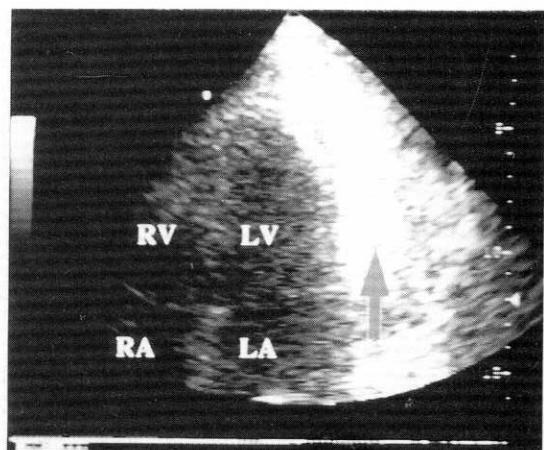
The two apical 4-chamber views show the massive pericardial effusion(left) and contrast effect(arrow) through the draining catheter confirmed the catheter position(right).
